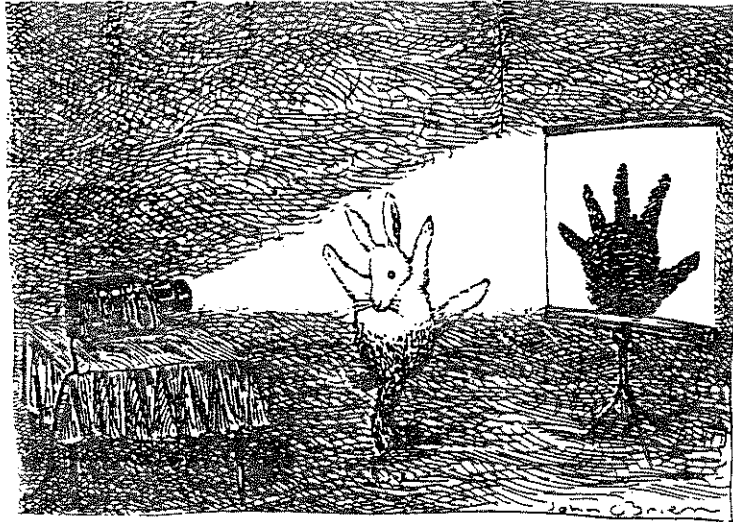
Konventionelle Röntgenaufnahmen gleichen einem Schattenspiel: sie geben Umrissse interner Strukturen, die jedoch falsch interpretiert werden können.
